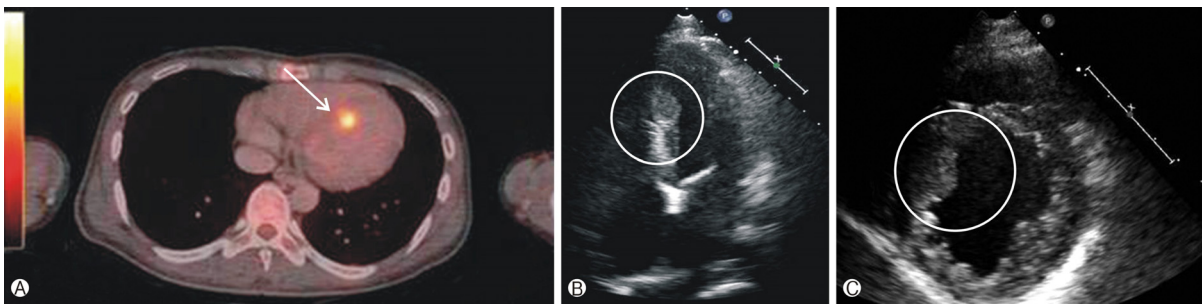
(A) Cardiac metastasis, seen in the positron emission tomography-computed tomography. (B) Trans-thoracic echocardiography, apical four chambers view. (C) 2.05 \times 1.12 cm round and homogeneous mass at the mid-septum (R/O cardiac metastasis) parasternal short axis view, middle portion.
